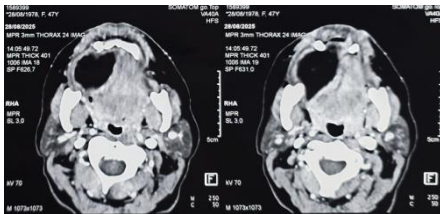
TDM cervico-faciale, coupe coronale — formation grasseuse bien limitée du plancher buccal droit.
